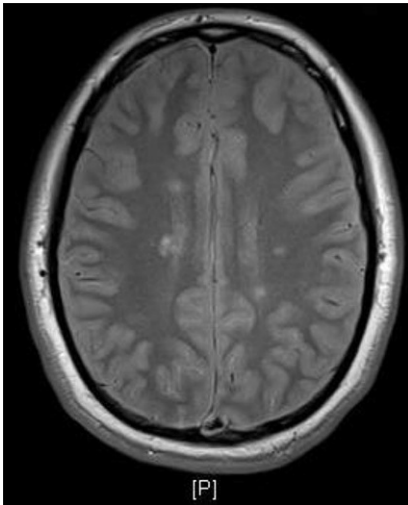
▲ Magnetresonanztomographieaufnahme einer Patientin mit moderater Multiple-Sklerose-Verlaufsform („Fluid-attenuated-inversion-recovery“ [FLAIR]-Sequenz, axial)
